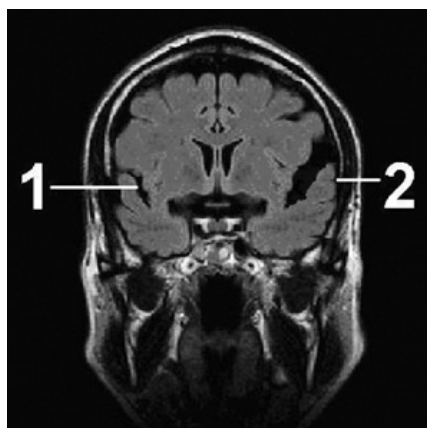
Пациент Н., 1 год 7 мес. МРТ головного мозга после остеопатического лечения:
